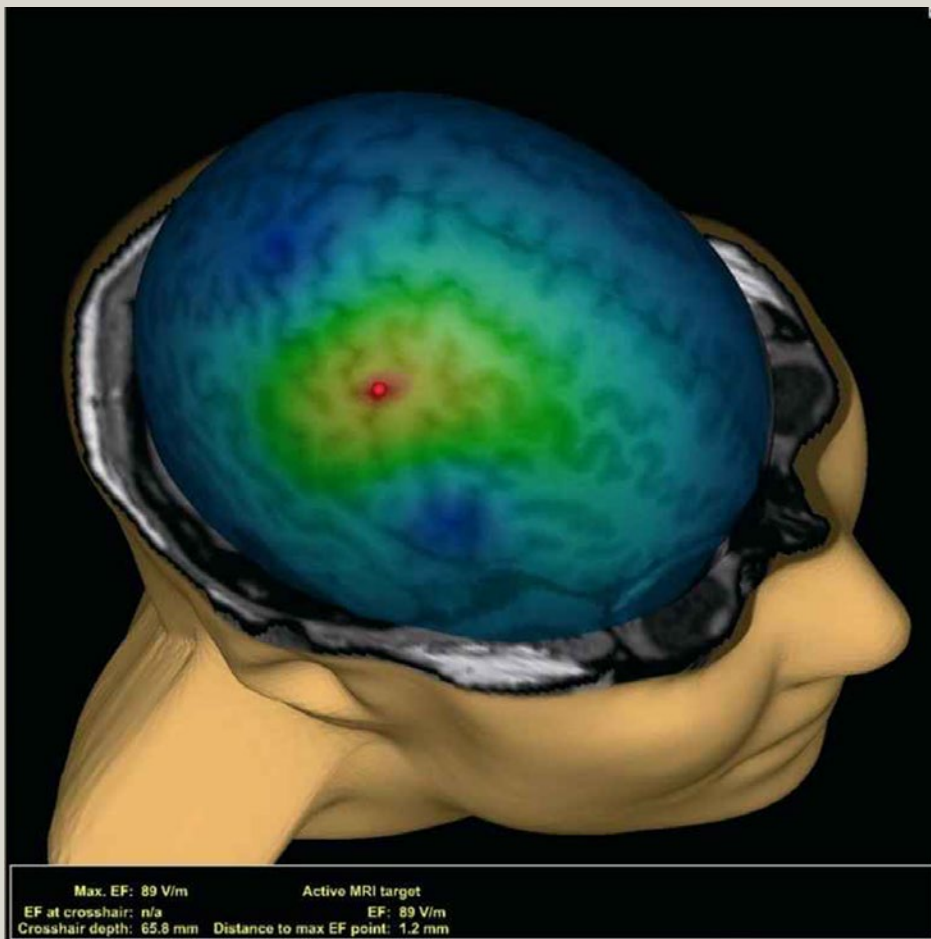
Markierung des motorischen „hot spot“ auf der Oberfläche des virtuellen, dreidimensional aus Bilddaten einer kranialen MRT rekonstruierten Gehirns.
